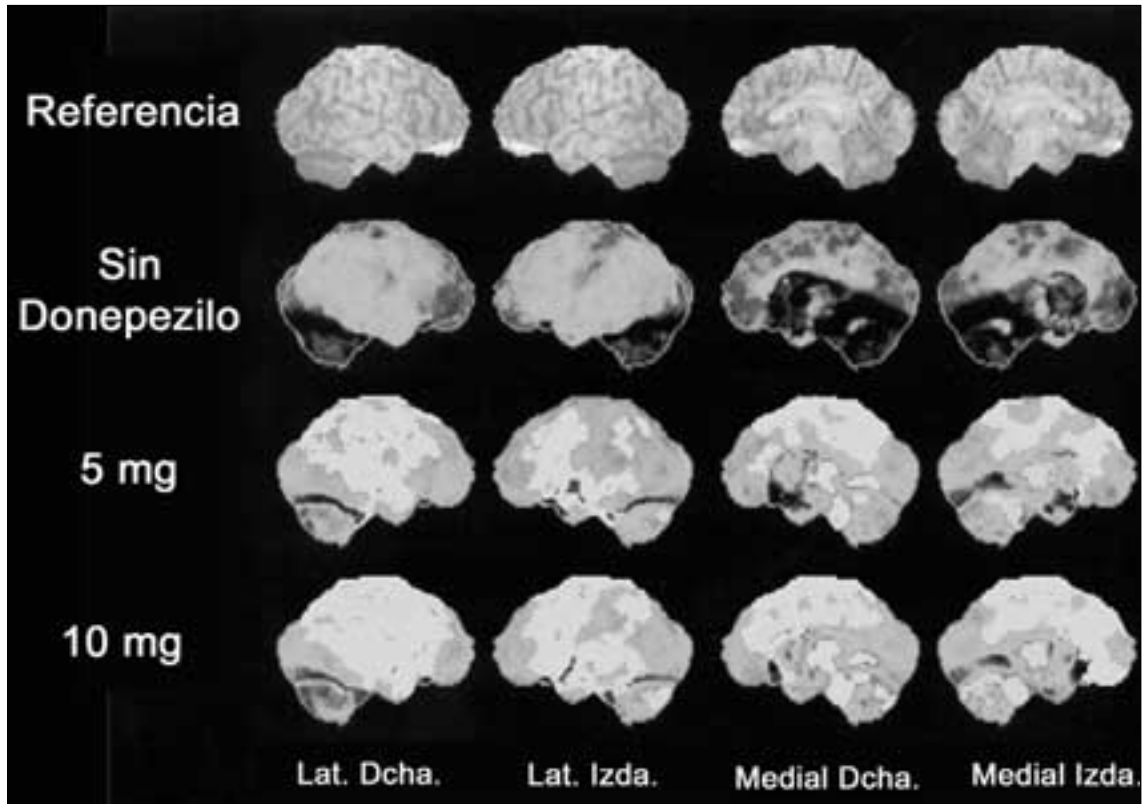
Actividad de acetilcolinesterasa cerebral marcada con N-[11C]metilpiperidin-4-yl propionato ([11C]PMP) obtenida con PET en pacientes de EA antes y después de tratamiento con donepezilo. La hilera superior corresponde a una visión de superficie en RM cerebral, donde en las hileras siguientes se proyecta el PET. La segunda hilera indica la actividad media en seis pacientes con EA, comparados con 14 controles normales. Las zonas más claras corresponden a las que tienen la mayor disminución de acetilcolinesterasa comparadas con normales. En las dos hileras inferiores se muestra con tonos más claros la disminución adicional de actividad de acetilcolinesterasa con dos dosis escaladas de donepezilo. Aunque la hilera inferior (10 mg) aparenta tener mayor disminución, no fue significativa comparada con la dosis de 5 mg. Ver texto para más detalles. Modificado de Kuhl⁶², con permiso.
